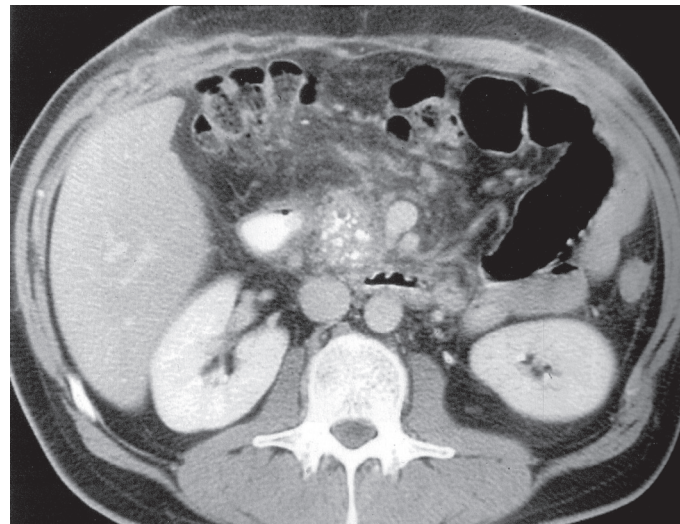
При КТ больного с НП определяются множественные кальцификаты в головке ПЖ. В перипанкреатических тканях — спаечный процесс (по С. D. Johnson et al., 2005 [20]).
